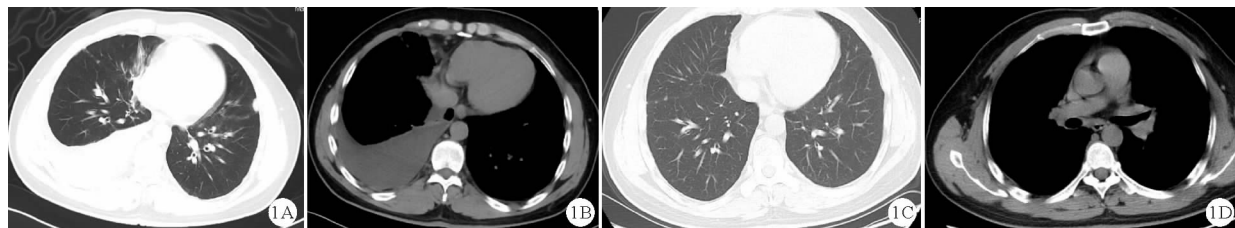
患者胸部CT检查结果(1A、1B:治疗前;1C、1D:治疗2个月后;A、C:肺窗;B、D:纵隔窗)
